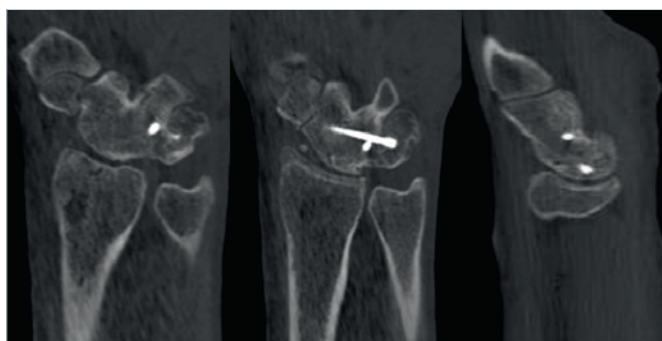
Controllo radiografico che evidenzia buon attecchimento dell'artrodesi.
